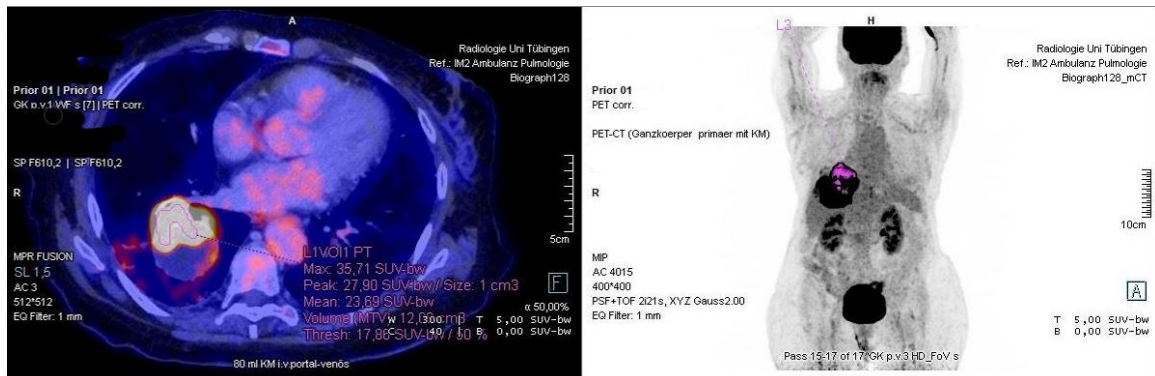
Analyse eines Primarius mit Bestimmung der verschiedenen SUV-Werte (SUV_{max} , SUV_{mean} , SUV_{peak}) mittels Isokonturen mittels Syngo.Via.
